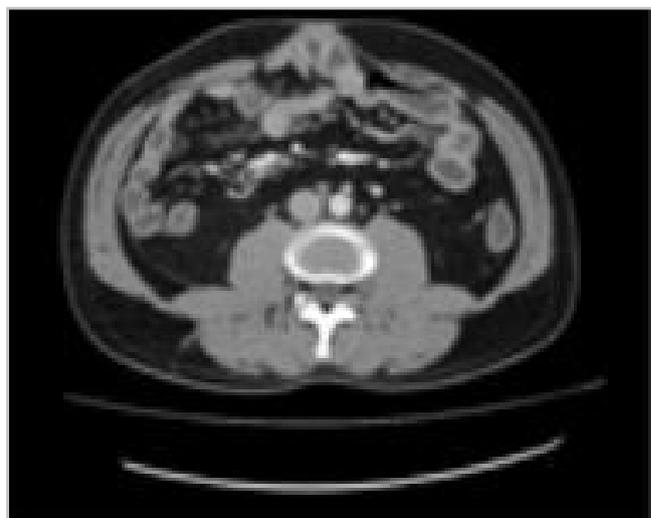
Tomografia de abdome no pré-operatório.
